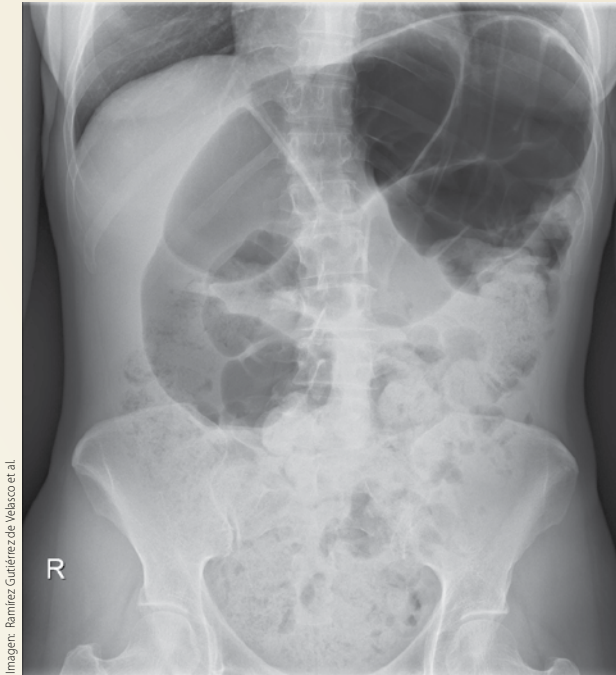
Radiografía de abdomen
